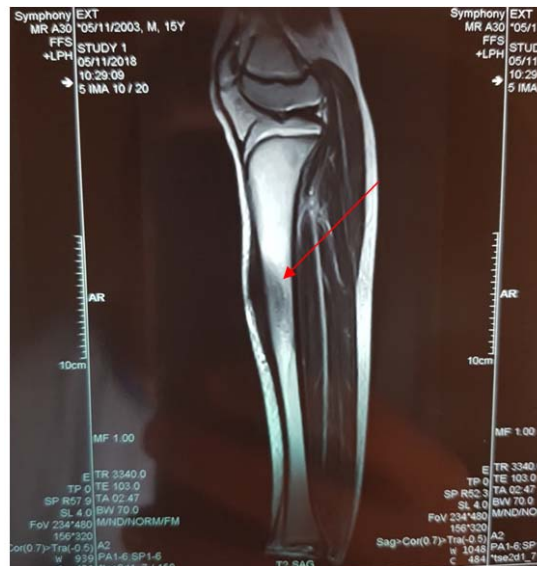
IRM coupe coronale montrant une lésion en hyposignal au niveau de la diaphyse tibiale droite. (observation n°6)
